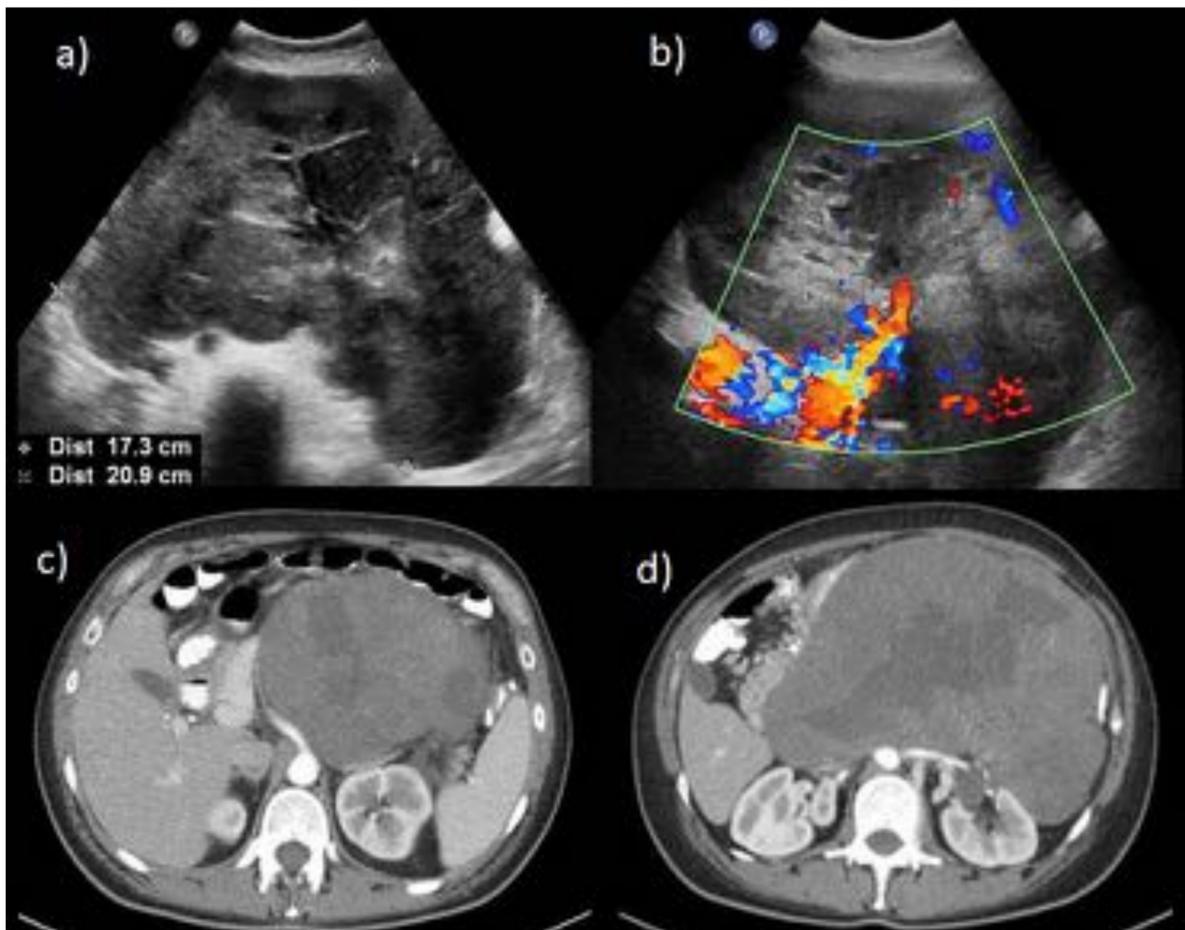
Tumor desmoides vs. sarcoma a) y b) Imágenes de ecografía en las que se aprecia gran masa situada en hemiabdomen izquierdo de aspecto lobulado, de predominio sólido, heterogénea y con abundante flujo Doppler en su interior. Se realiza TC para mejor caracterización. c) y d) cortes axiales de TC abdominal con contraste intravenoso en fase arterial en los que se aprecia gran masa abdominal, de localización central izquierda, de superficie lisa y densidad de partes blandas, con áreas internas irregulares de menor densidad y vasos arteriales internos. Comprime y rechaza los órganos abdominales, sin claros signos sugestivos de infiltración de los mismos.
